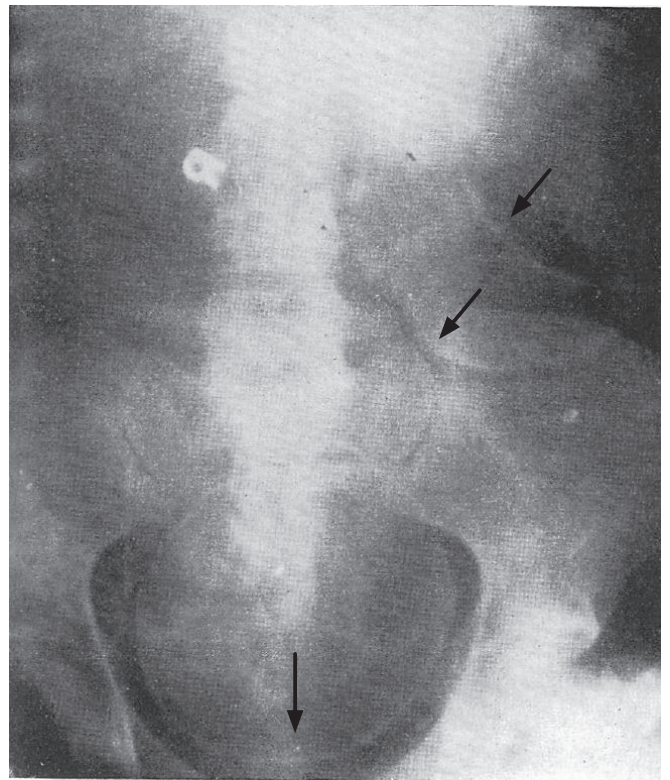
G.B.夫人. 妊娠7ヵ月, X線により品胎が診断された. 8 1/2 ヲ月で分娩, 全児生存. [訳注: 児頭が3カ所あるように見える (矢印は訳者による)]
